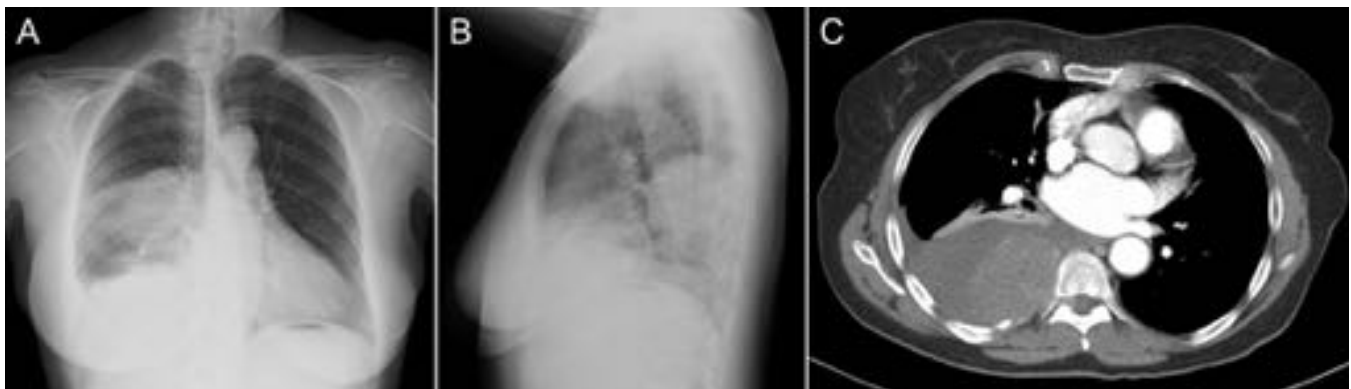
Tumor fibroso pleural benigno en una mujer de 70 años que acude por dolor costal derecho de 4 meses de evolución que se ha ido intensificando. A y B. Radiografías PA y lateral de tórax. Masa bien definida posterobasal derecha y obliteración del seno costofrénico homolateral. C. TC con contraste IV
